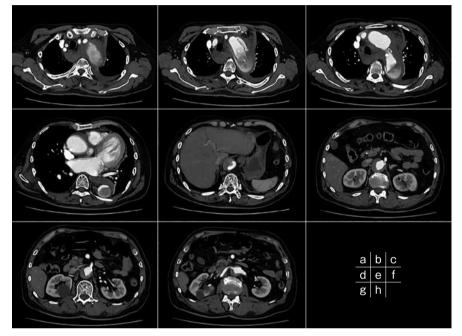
術前CT 偽腔開存型Stanford B型大動脈解離を認める。 縦隔血腫が見られ破裂を伴うと判断される。
